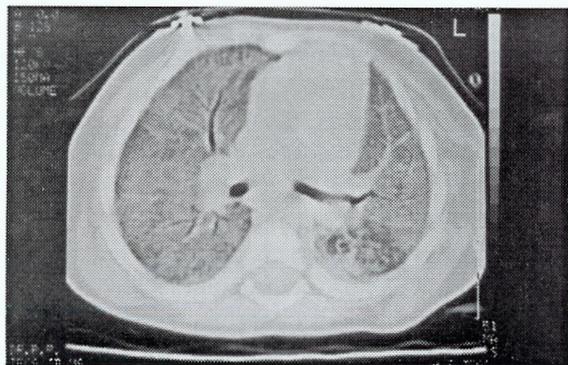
Tomografia axial computadorizada: padrão difuso em vidro despolido.
